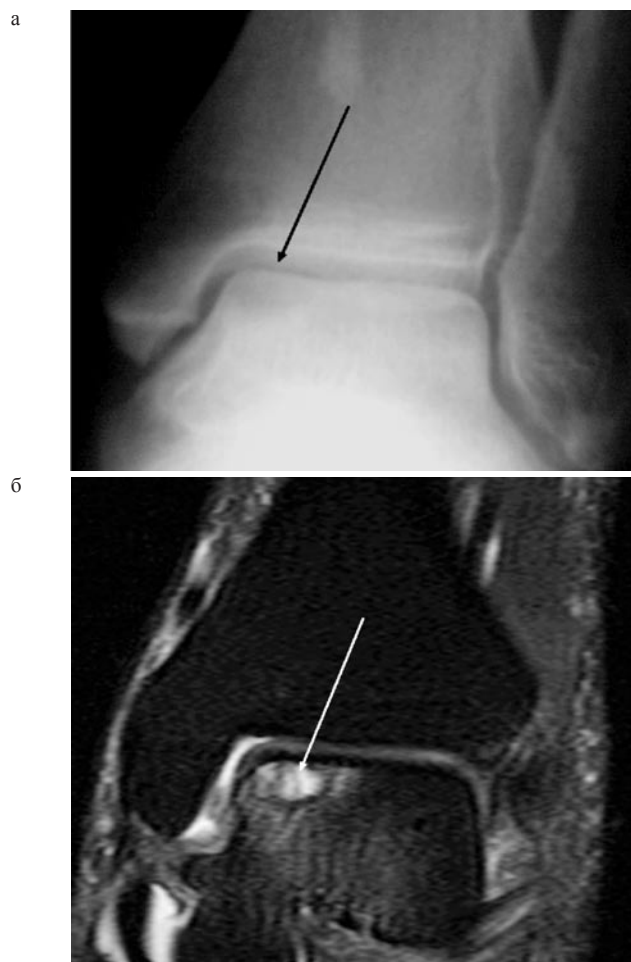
Рентгенограмма в прямой проекции (а) и МРТ (б) левого голеностопного сустава пациентки М., 33 лет. T2W-SPIR, корональная плоскость, 2а стадия аваскулярного некроза
